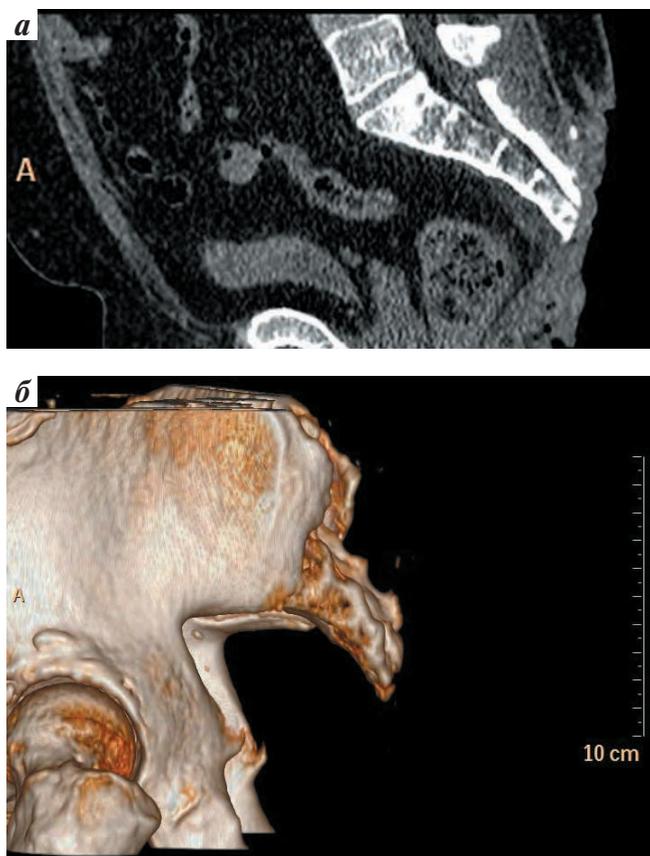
КТ-скан таза (а) и 3D-реконструкция (б) костных структур крестцово-копчикового отдела позвоночника после проведенного оперативного лечения (пояснение в тексте)
